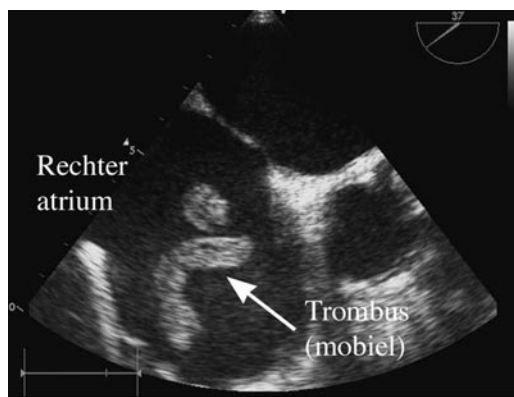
Echocardiografie bij opname.
